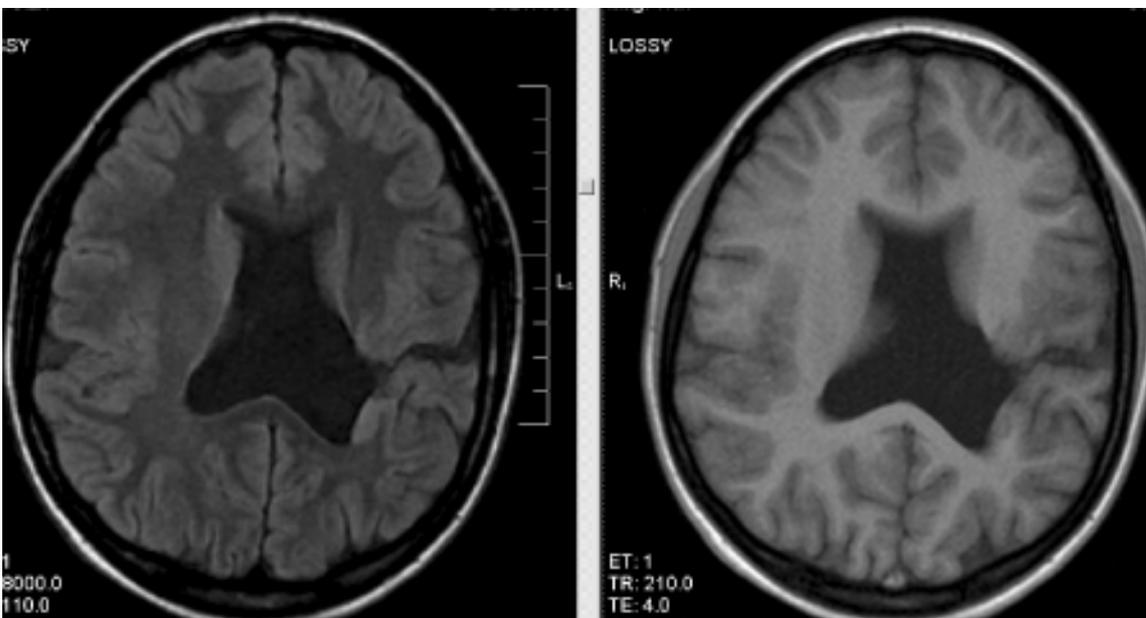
Аксиальные FLAIR и T1-взвешенное изображения. МРТ головного мозга больной К., 22 г., с шизэнцефалией: по наружной стенке заднего рога левого бокового желудочка отмечается участок гетеротопии серого вещества, расщелина заднего бокового желудочка левого полушария.
